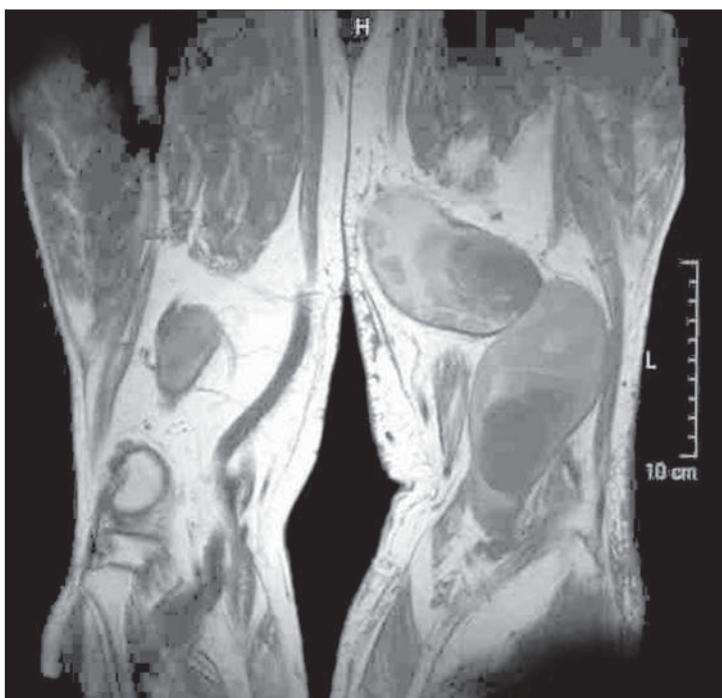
Angiorresonancia magnética.
